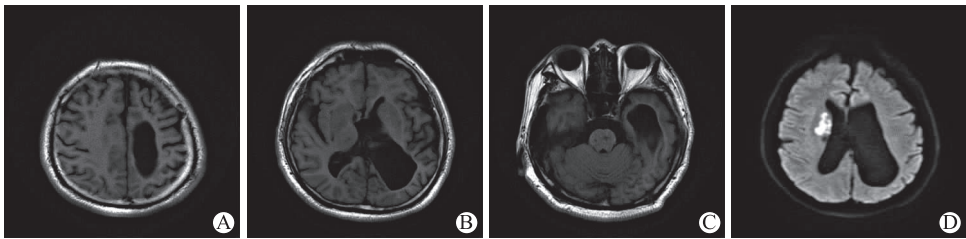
Dyke-Davidoff-Masson 综合征患者颅脑 MRI 可见左侧额颞顶叶脑萎缩(A 为 T₁ WI 轴位),左侧侧脑室后脚扩张、额窦扩大(B 为 T₁ WI 轴位),左侧海马萎缩(C 为 T₁ WI 轴位),右侧半卵圆中心急性脑梗死(D 为 DWI 轴位)
